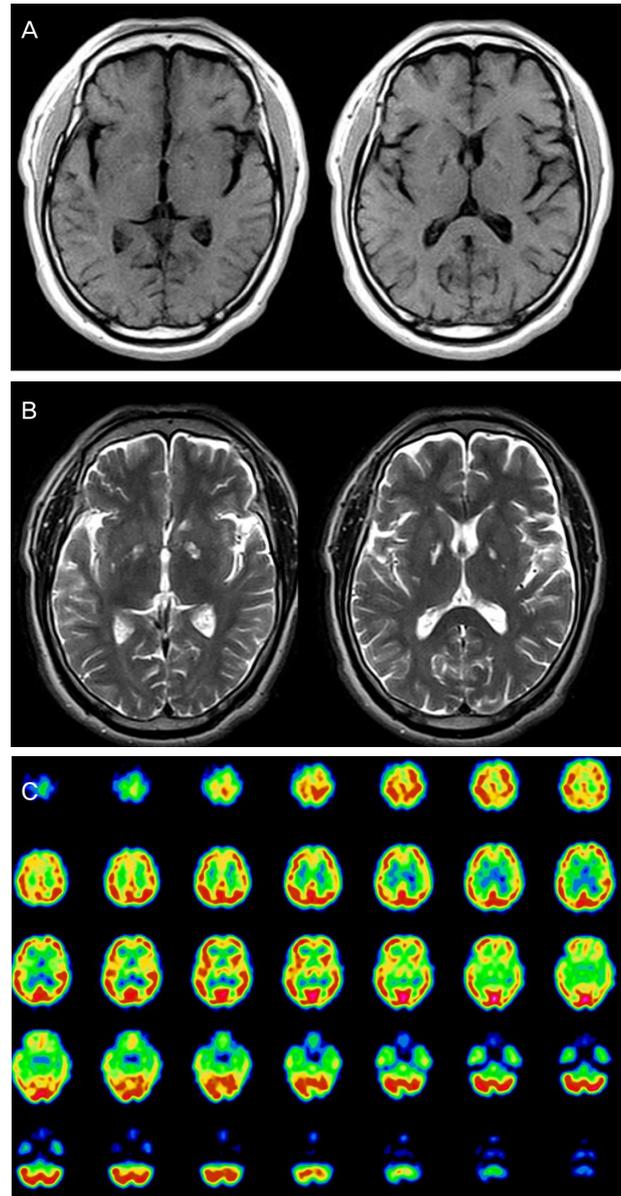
Initial brain MRI & SPECT findings. Axial T1WI (A) and T2WI (B) reveals bilateral globus pallidus lesions with low signal intensities and high signal intensities, respectively. Brain SPECT (C) shows decreased cerebral blood flow to the left frontal and temporal cortex.
